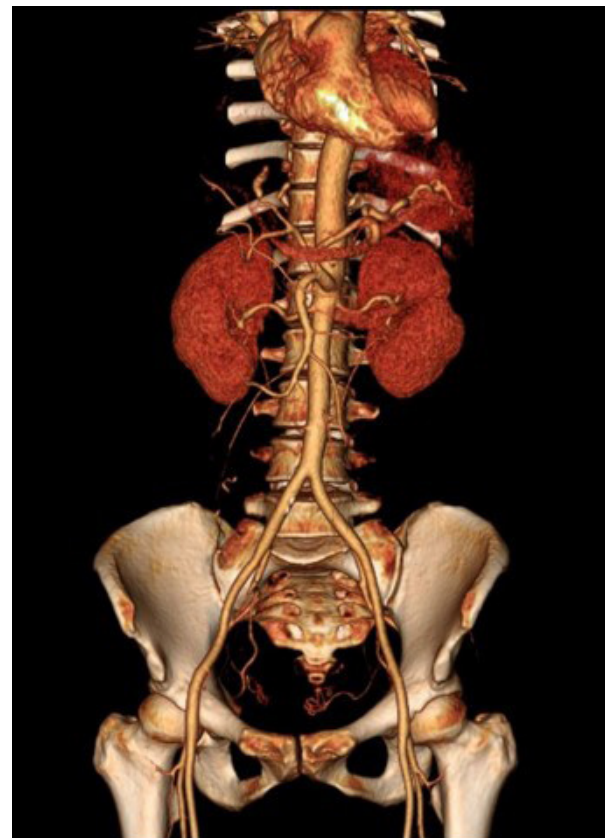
CT angiography of thoracic, abdominal, and splanchnic arteries. Evidence of beaded appearance, dissection or aneurysmal changes are not seen. CT; computed tomography.
